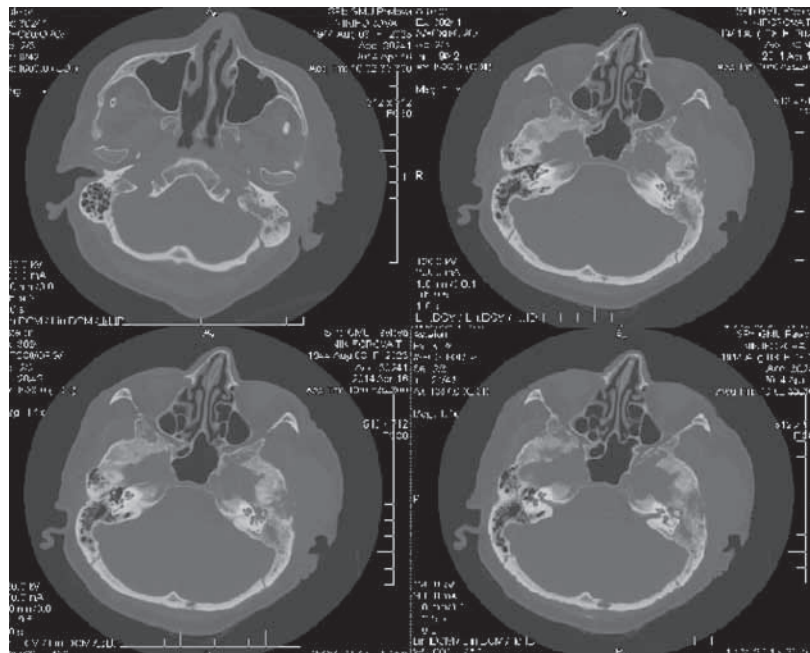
Компьютерная томография височных костей в аксиальной проекции
